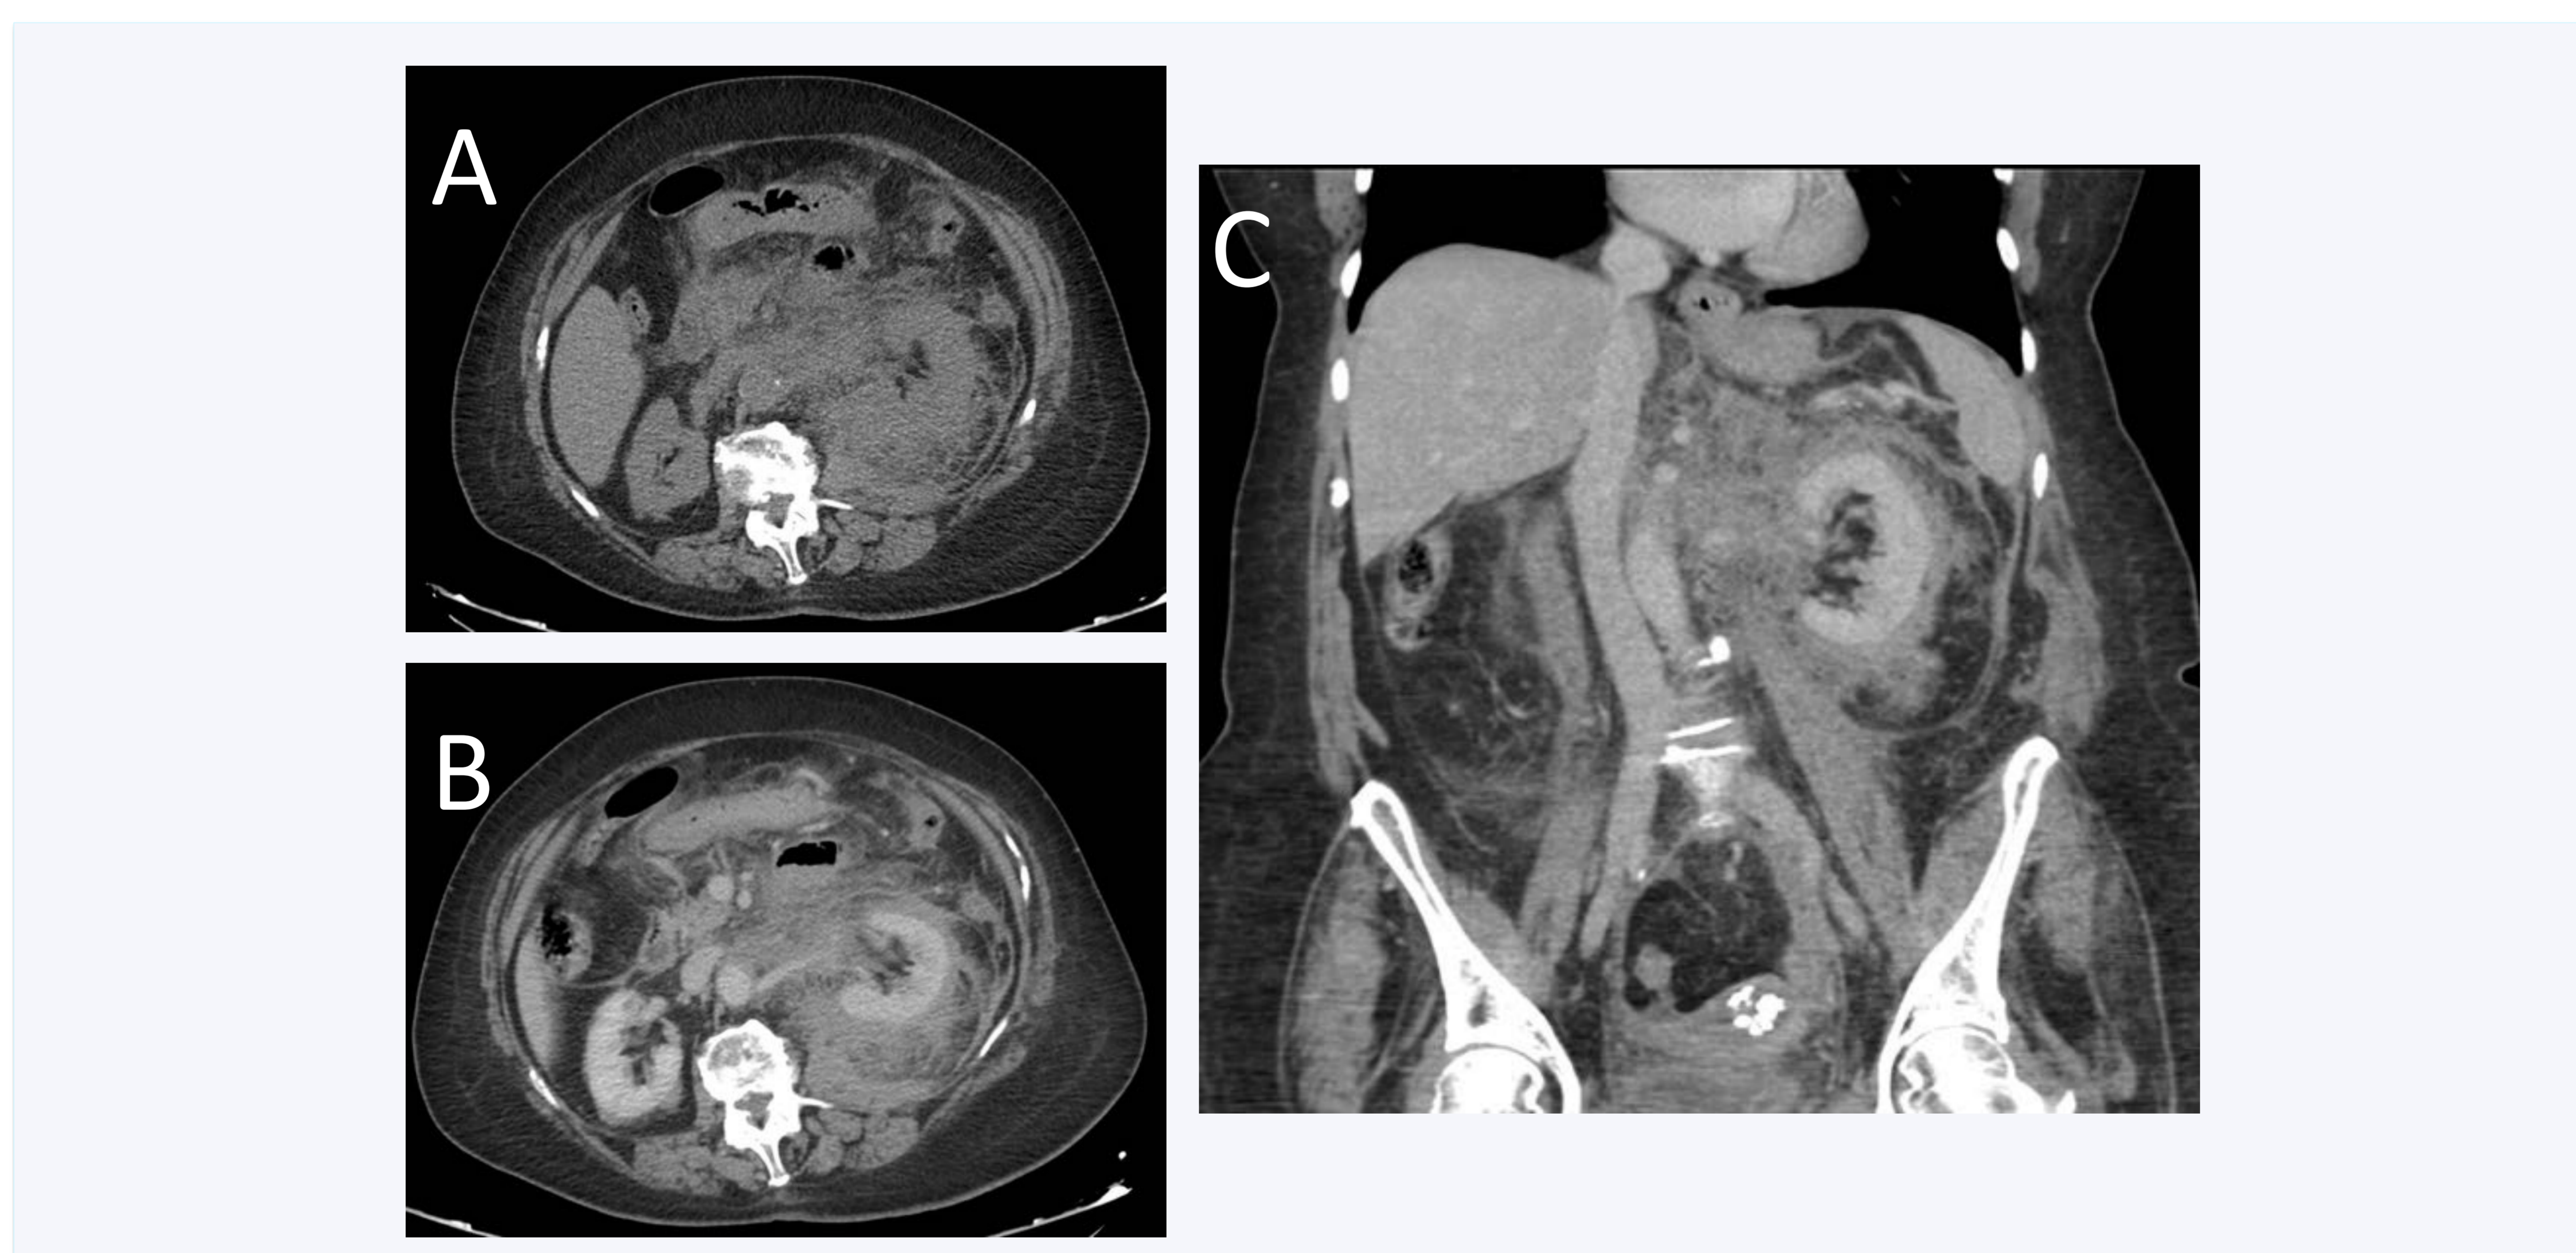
Linfoma no Hodgkin. Imágenes de TC sin contraste intravenoso (A) y tras administración de contraste (B y C) que muestran un tejido de partes blandas de localización perirrenal izquierdo que se extiende a la glándula suprarrenal ipsilateral y englobando a los vasos hiliares renales (condicionando un afinamiento de su calibre, sin signos de trombosis). Las imágenes de TC con contraste muestran un realce homogéneo de la lesión.
